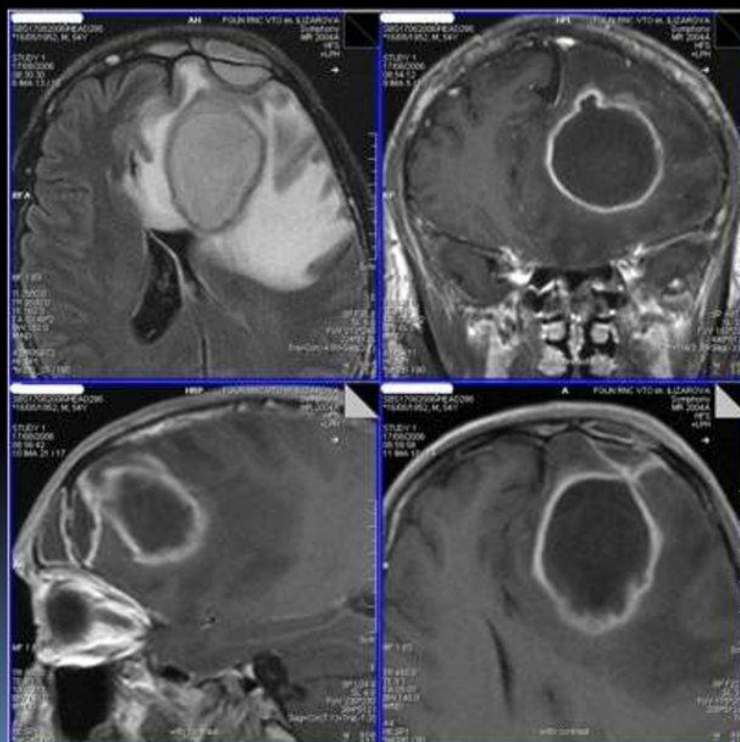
МРТ-картина абсцесса головного мозга.
